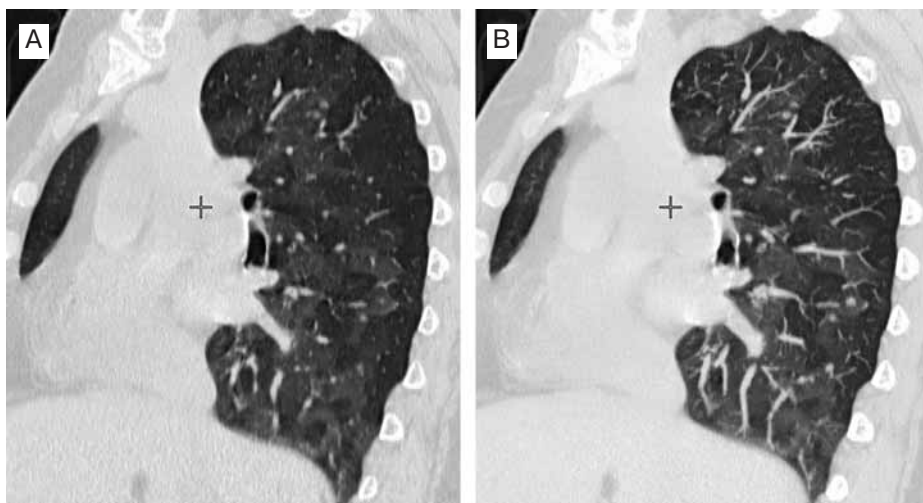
Эмфизема легких (мультиспиральная компьютерная томография), реконструкция в сагиттальной плоскости: А – нативный скан (определяются участки «матового стекла») – альвеолит (?); В – тот же больной (обработка в MIP-режиме): макроструктура сосудов указывает на гиперволемию – симптом «мозаичной перфузии»
